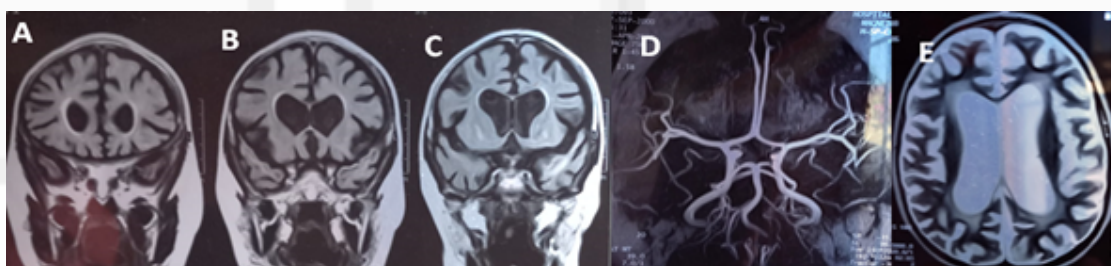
RMN cerebral. A), B) y C) Corte coronal FLAIR. Se observan signos inflamatorios periventriculares y atrofia cortical. D) Angiografía de Polígono de Willis sin hallazgos. E) RMN cerebral corte axial T2. Se observa atrofia cortical.
